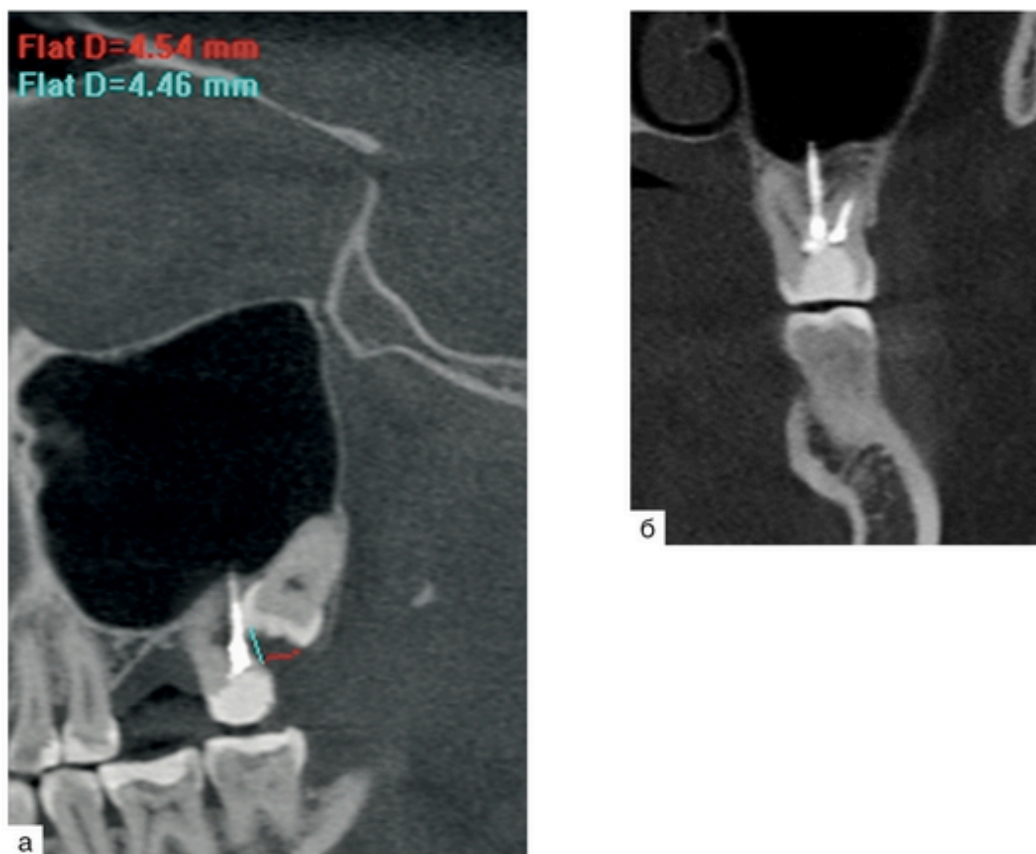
Конусно-лучевая компьютерная томография зуба 2.7, кососагиттальная проекция (а), кросс-секция зуба 2.7 (б). Определяется перфорация дна полости зуба с выведением эндодонтического материала в толщу костной ткани и просвет левой верхнечелюстной пазухи, корневой канал нёбного корня без признаков эндодонтического лечения
